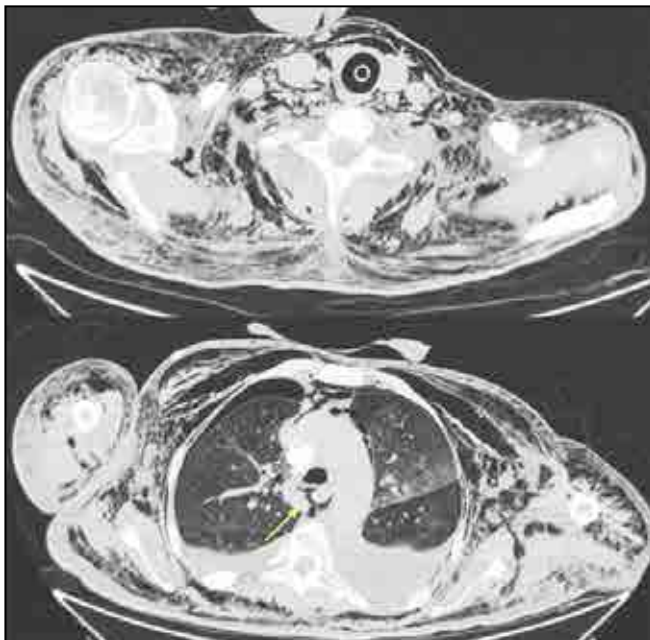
Axial CT images after the procedure shows massive subcutaneous emphysema extending to neck and upper limbs, bilateral pneumothorax and pneumomediastinum (arrow).
